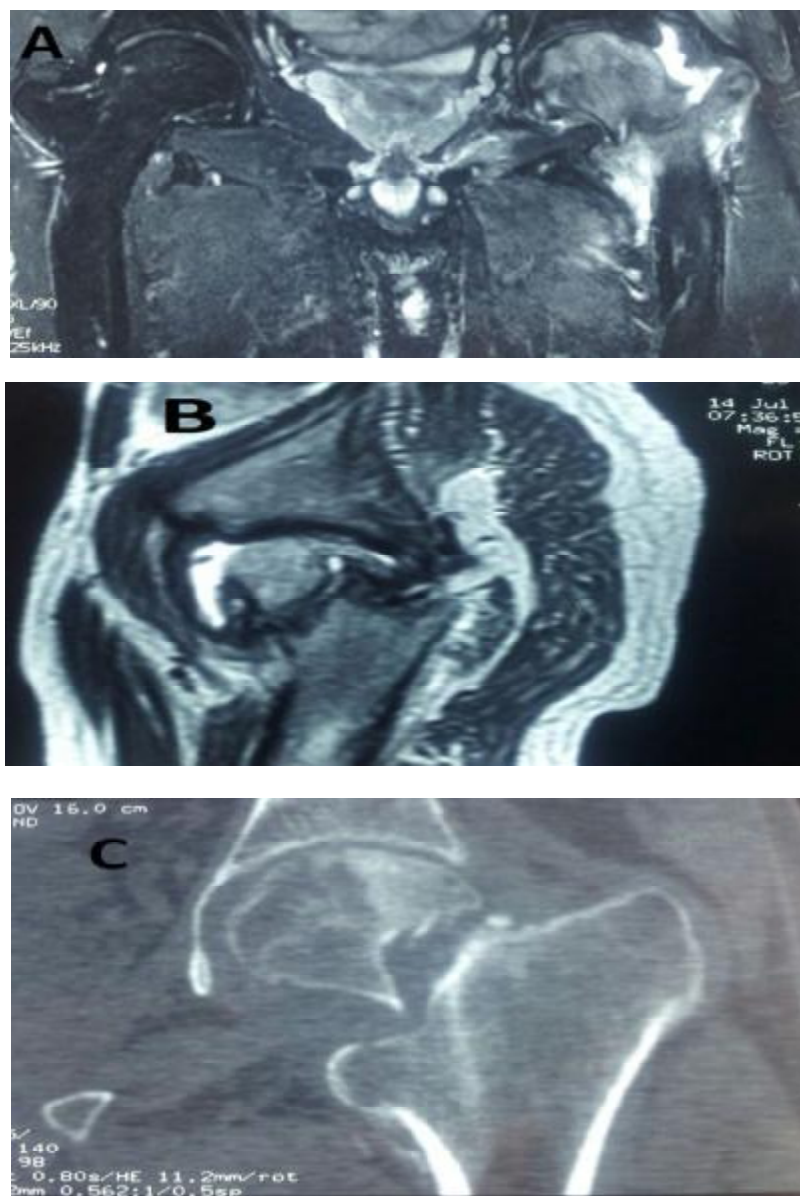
Bilan pré-opératoire : IRM du bassin(A,B ,C) objectivant une pseudarthrose du col fémorale gauche.
